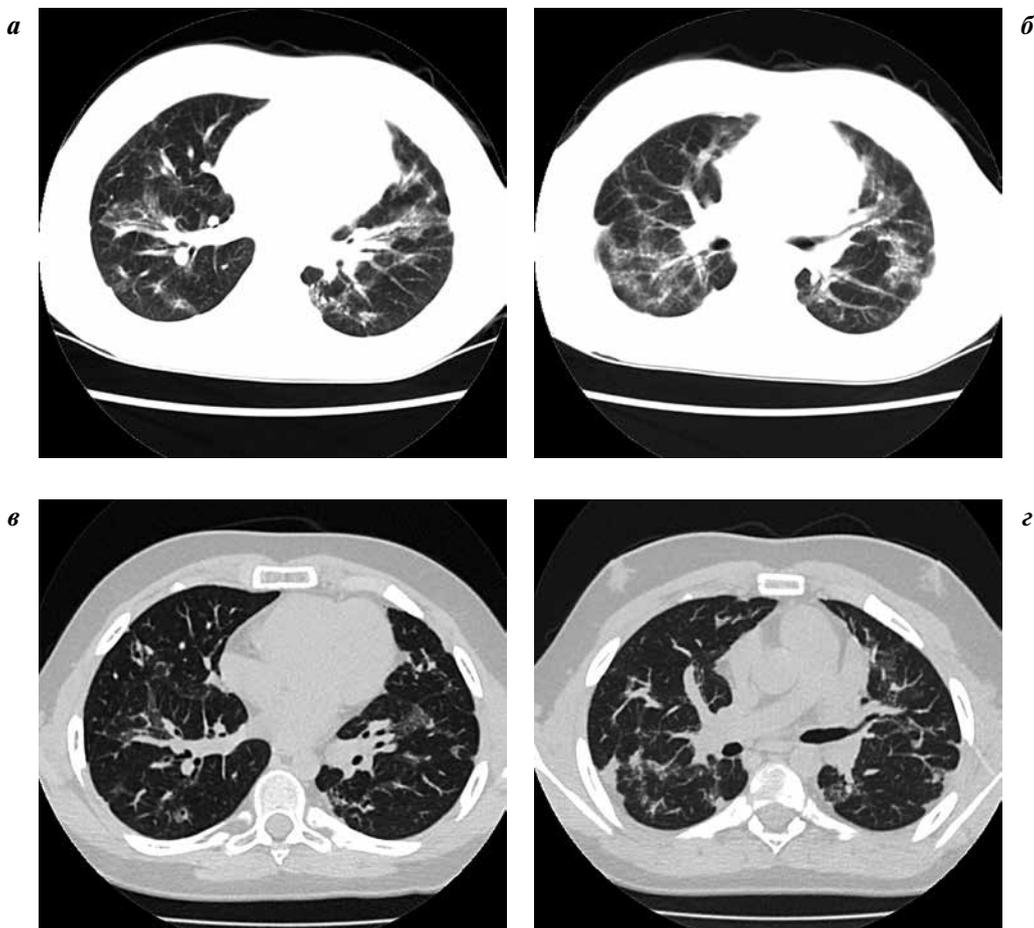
Компьютерные томограммы (аксиальные срезы): а, б — на сроке 2 года 10 мес после ТГСК (1 мес терапии преднизолоном): в обеих легких визуализируются участки неравномерного умеренного уплотнения легочной ткани, со снижением прозрачности легочного фона и обогащением интерстициального рисунка от прикорневых отделов до периферии сегментов; в, з — 8 лет после ТГСК, 5 лет терапии преднизолоном: формирование участков пневмофиброза с уменьшением общего объема изменений легочной паренхимы
